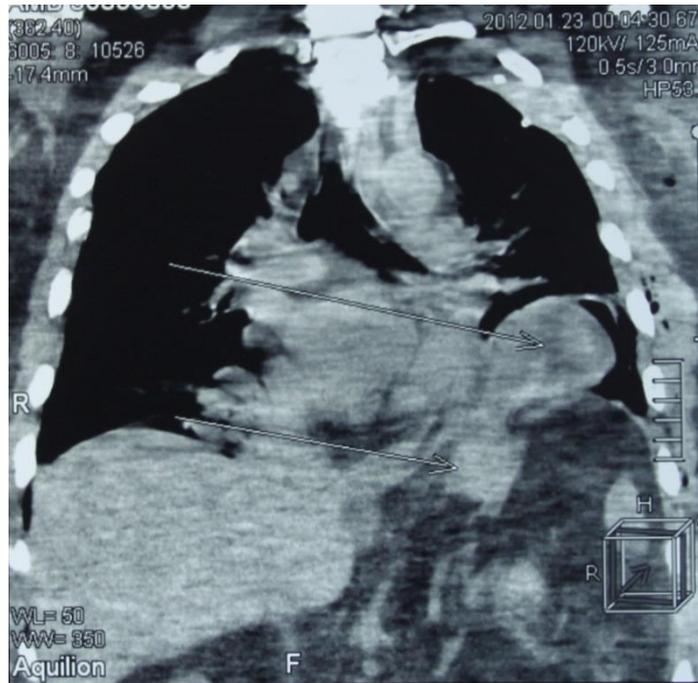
Компьютерная томограмма грудной клетки (фронтальная проекция) пациента М., 45 лет, история болезни №1065021. Стрелками указаны разрыв левого купола диафрагмы и транслокация дна желудка в левую плевральную полость.
